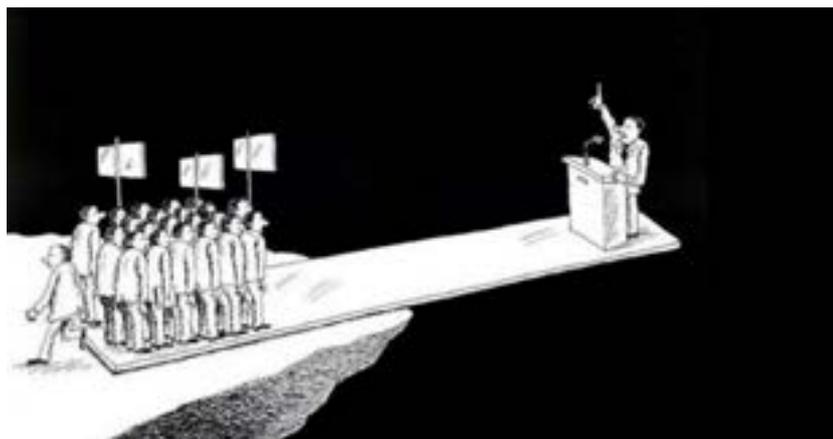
Efecto Bandwagon (True-power2.jpg de TC)
